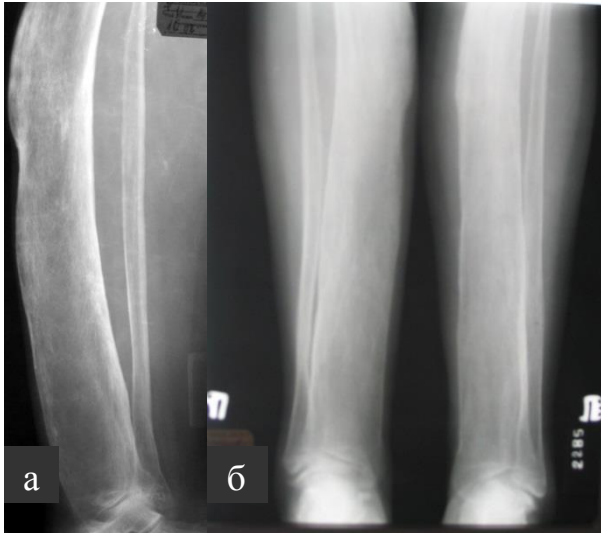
Рентгенограммы голеней в боковой (а) и прямой проекциях (б). В костях голеней определяются признаки остеосклероза, более выраженные в большеберцовых костях. Кости голени утолщены и искривлены, особенно большеберцовые, имеющие саблевидную форму. Поражение костей обеих голеней симметричное (б). Приобретенный сифилис костей голени (третичный период)
